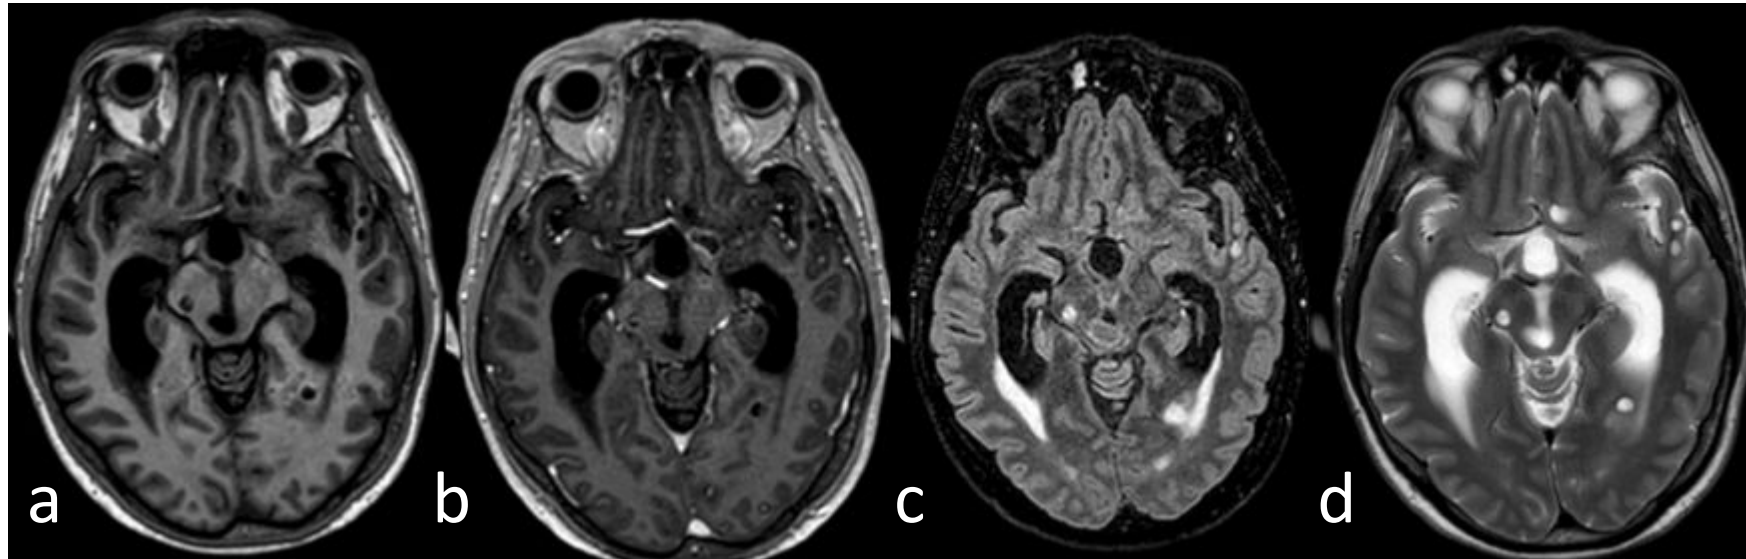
Adquisiciones axiales en secuencias T1 sin y con CIV, FLAIR y T2. Donde se aprecian múltiples lesiones quísticas en unión corticosubcortical de los lóbulos temporales, occipitales y en mesencéfalo una de ellas condicionando estenosis del acueducto de Silvio e hidrocefalia. Se visualizan en alguna de ellas los signos del escólex y realce periférico fino (b). Hallazgos que son compatibles con el diagnóstico de neurocisticercosis.
